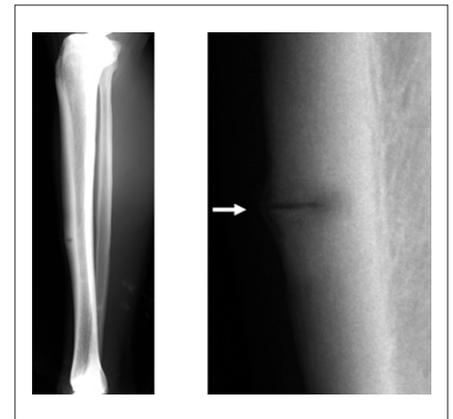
跳躍型脛骨疲労骨折のX線所見（左：脛骨側面像、右：骨折部分の拡大像）脛骨の前方中1/3に限局してみられる骨改変層があり、その上下に骨皮質の膨隆と肥厚を認める
